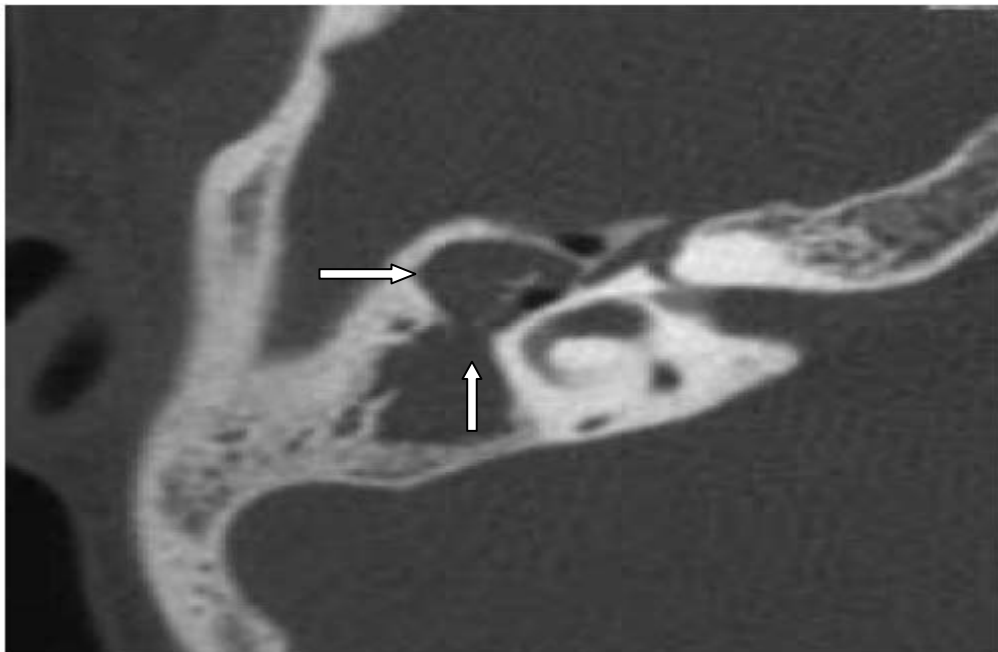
B : Cholestéatome attico-antral avec lyse de la chaîne ossiculaire. Coupe TDM axiale : comblement attico-antral par une masse tissulaire englobant la chaîne ossiculaire : ostéolyse subtotale de la tête du marteau et du corps de l'enclume (Iconographie service ORL l'hôpital militaire Avicenne de Marrakech).
